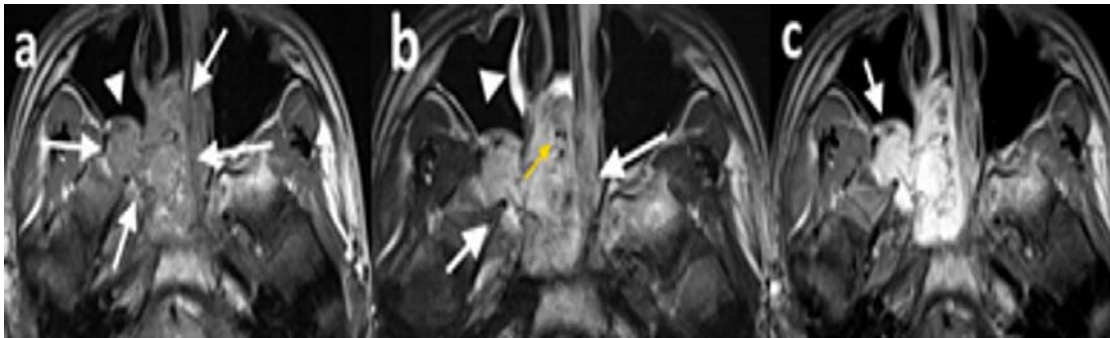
IRM d'un patient masculin de 15 ans montrant une masse nasopharyngée du côté droit envahissant la fosse ptérygopalatine ipsilatérale, Avec un refoulement en avant de la paroi postérieure du sinus maxillaire “ signe de HOLLMAN et MILLER”(a), tête de flèche blanche;(c), flèche)
